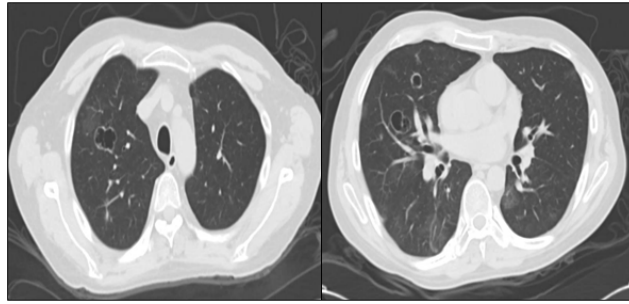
TC de tórax. Áreas de consolidación, vidrio esmerilado y cavitaciones.
